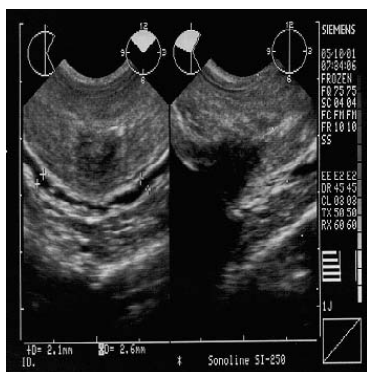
ТРУЗИ пациента С. через 3 месяца.
